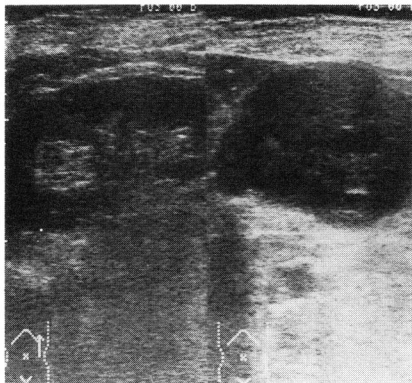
Ultrasonogram of the tumor and the left kidney. A low-echoic tumor is seen close to the left kidney.
